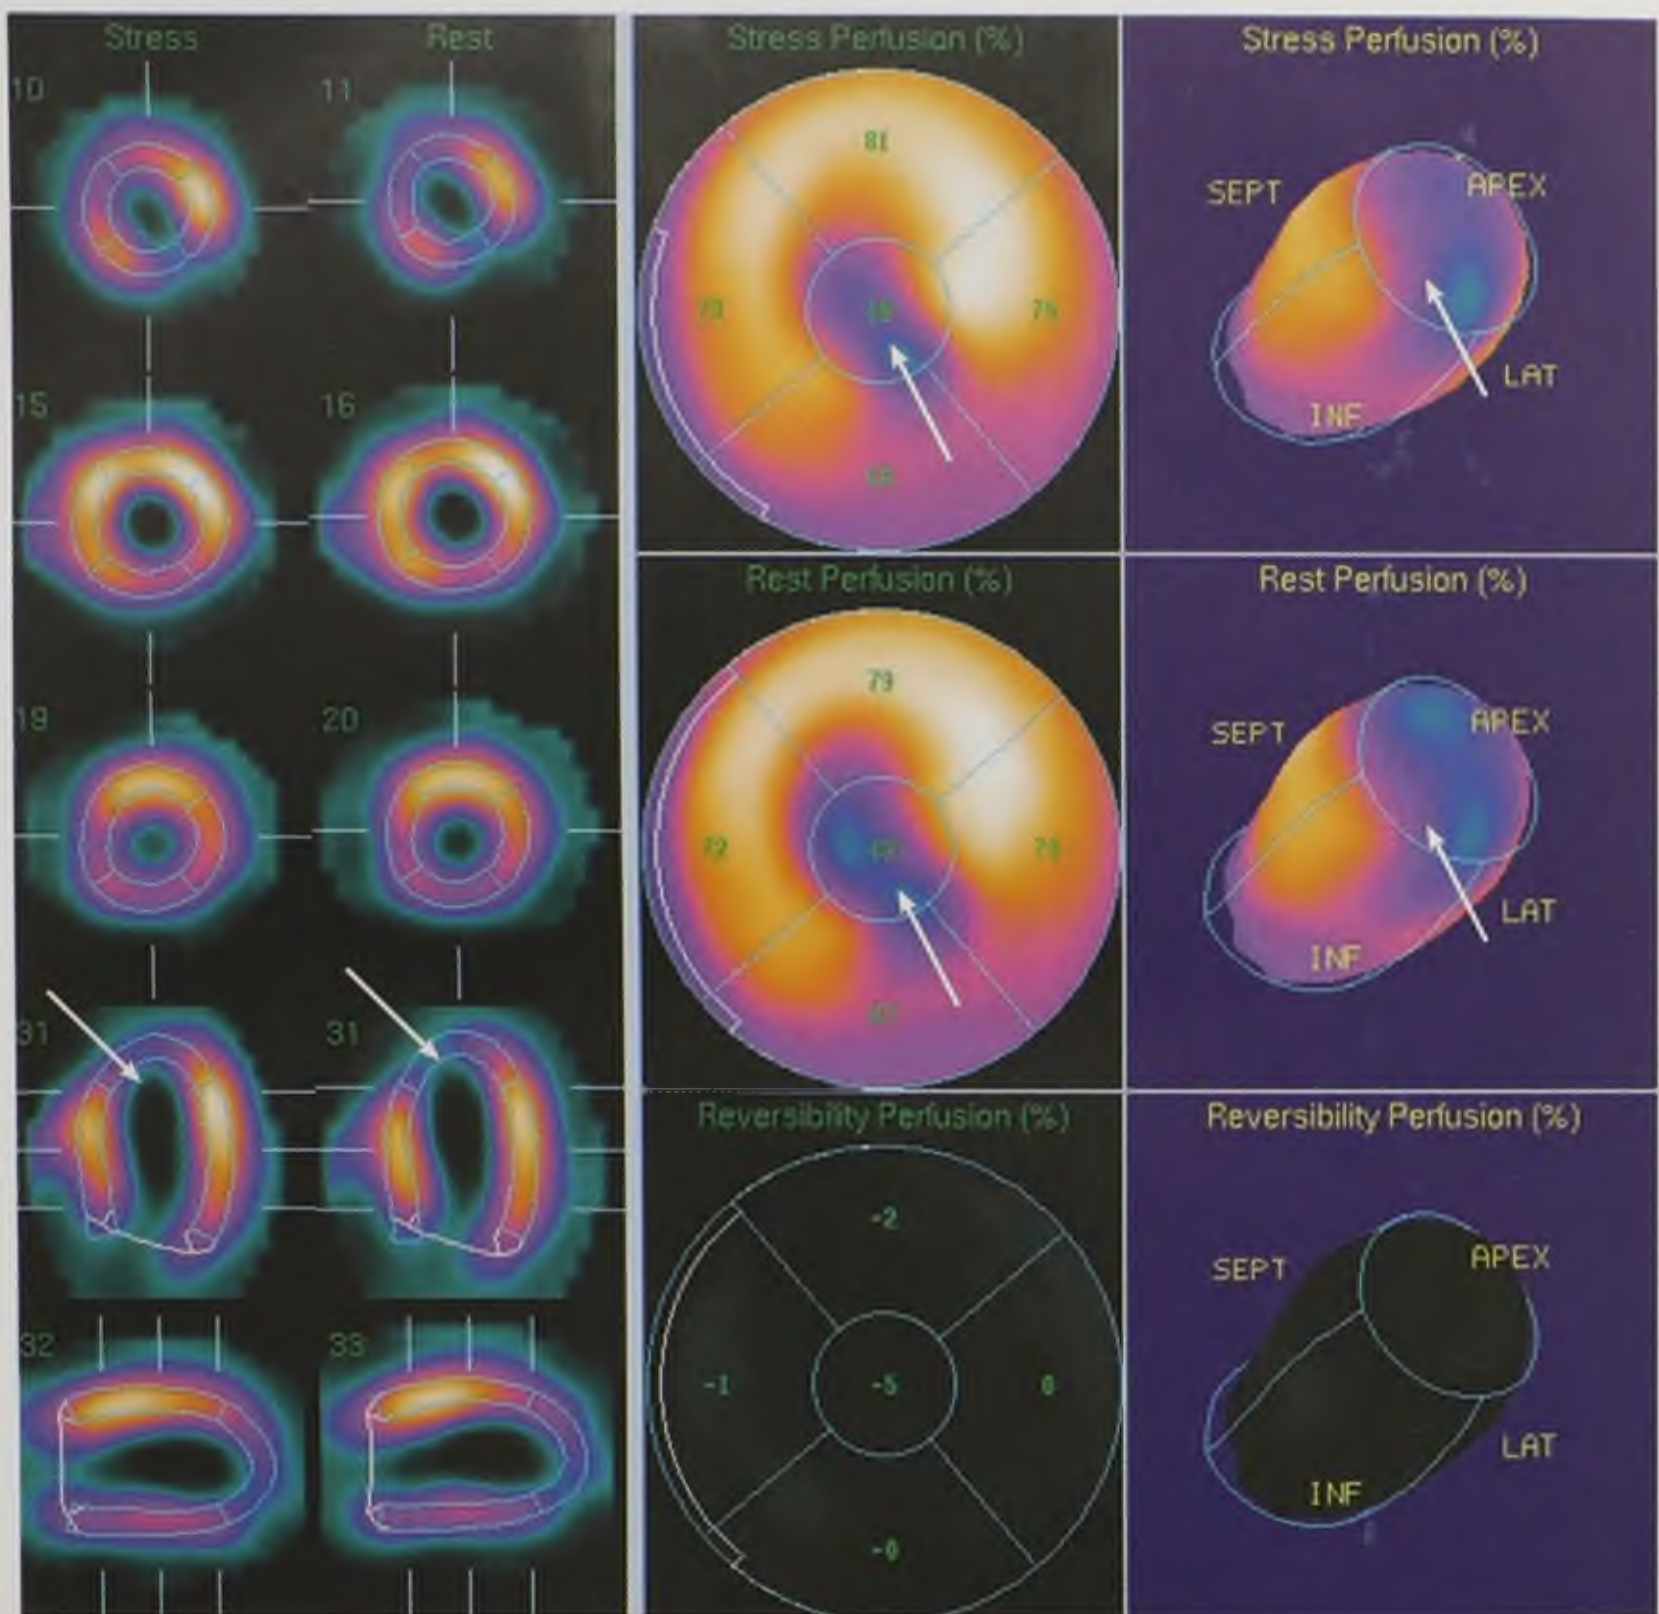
Перфузионная однофотонная эмиссионная томография миокарда левого желудочка. Дефект накопления радиофармацевтического препарата в области вершины (инфаркт миокарда) (стрелки)
